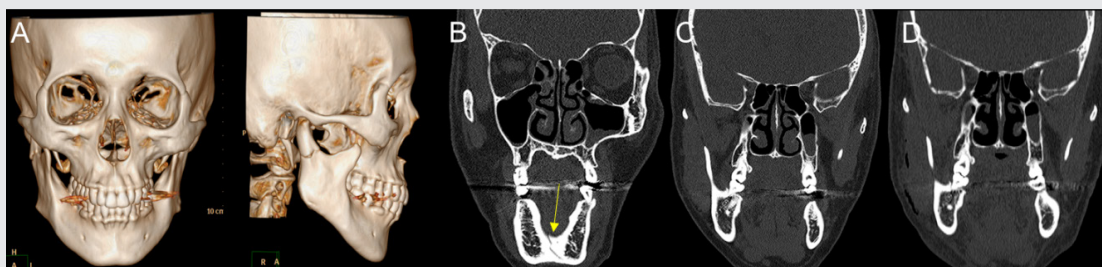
초진 시 촬영한 computed tomography (CT) 영상. (A) 3차원으로 재구성된 CT영상에서 내측으로 편위된 하악 과두가 관찰된다. (B) 관상면에서 하악골 정중부 설측 피질골의 골절선 관찰이 가능하다 (화살표). (C) 초진시 CT view. 우측 과두의 내측 편위로 구치부가 외측 전이되어 이개된 상태가 관찰된다 (D) 술후 CT view. 우측 과두의 정복 및 고정 후 이개되었던 구치부 교합이 개선된 것을 확인할 수 있다.
